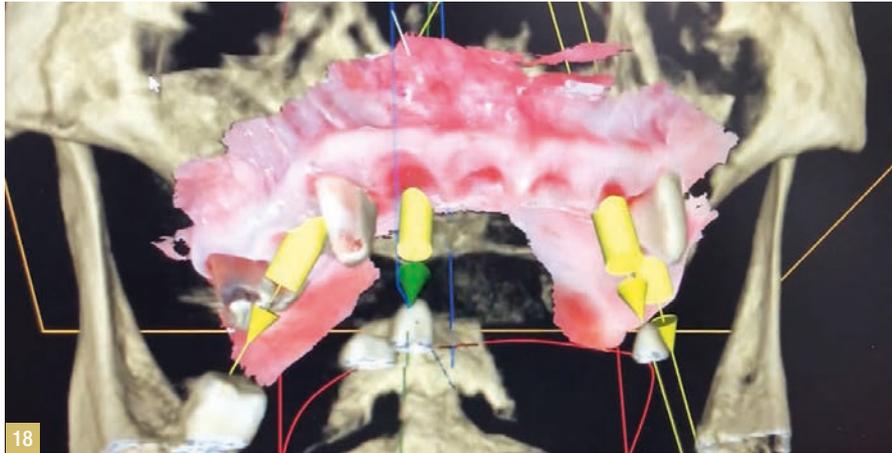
I software di ultima generazione sono in grado di accoppiare informazioni disponibili in formati diversi, permettendo al clinico di pianificare riabilitazioni implanto-protesiche complesse. Fig.19 Un altro aspetto da non sottovalutare riguarda il design e la produzione della mascherina chirurgica, alcuni degli elementi più decisivi ai fini dell'accuratezza generale del flusso di lavoro. Fig.20 Le dime chirurgiche più utilizzate sono quelle a supporto dento-mucoso e mucoso; la stabilità di queste ultime può essere migliorata predisponendo il posizionamento di pin di fissaggio. Il software di pianificazione è in grado di predeterminarne sede, inclinazione, lunghezza e profondità sulla base delle strutture anatomiche esistenti perfettamente visibili grazie alle moderne CBCT.¹⁴ Fig.21 Diagnosi e pianificazione rappresentano la chiave del successo in implanto-protesi. Per una progettazione computer-guidata di successo, il clinico deve fare affidamento sulle sue conoscenze biologiche e tradizionali, guidando la chirurgia con il cervello prima ancora che con il computer.
